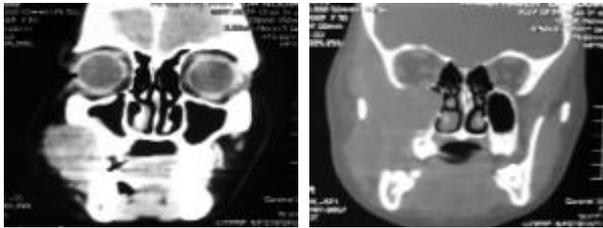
TDM du massif facial en coupe coronale en fenêtre parenchymateuse (a) et osseuse (b) : masse jugale droite hétérogène mal limitée s'étendant vers l'orbite et le sinus maxillaire
